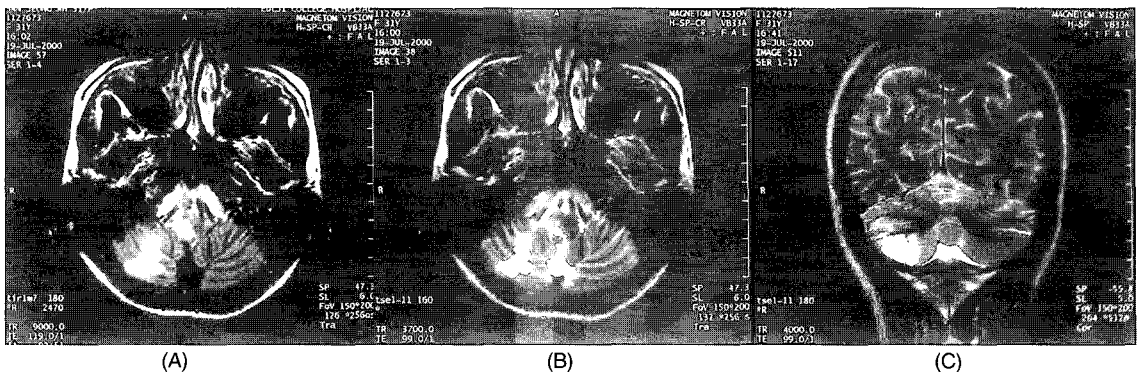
Brain MRI scan(spin-echo A; Axial view, TR = 9000, TE = 119. B; Axial view, TR = 3700, TE = 99. C; Coronal view TR = 4000, TE = 99) showing infarction at right posterolateral medullar and right cerebellum.
